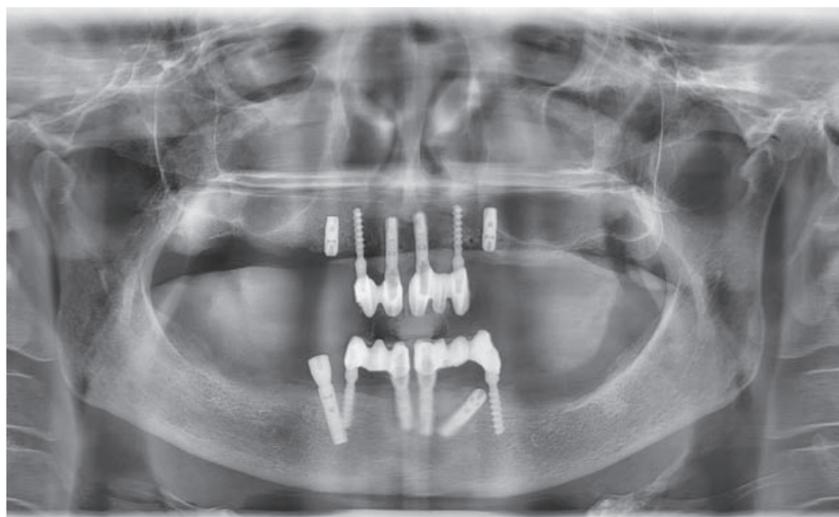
ОПТГ пациентки X. Рентгенологический контроль через 3 месяца после второй операции
